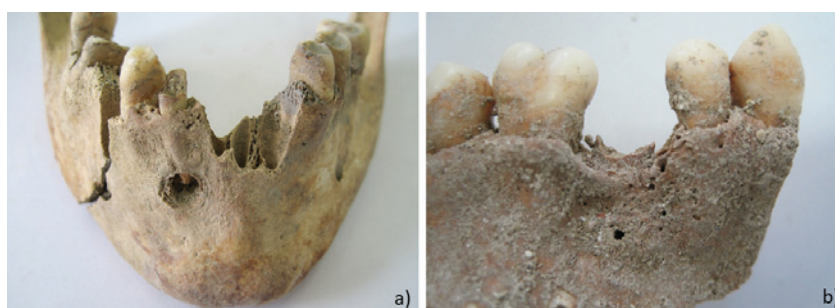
Exemplos de patologia oral: a) mandíbula exibindo uma cárie severa com destruição completa da coroa do incisivo lateral direito. Esta lesão cariogénica terá conduzido, provavelmente, à formação de um abscesso periapical no alvéolo de suporte de incisivo lateral direito; b) perda ante morte do 2º pré-molar superior esquerdo com remodelação do alvéolo.
